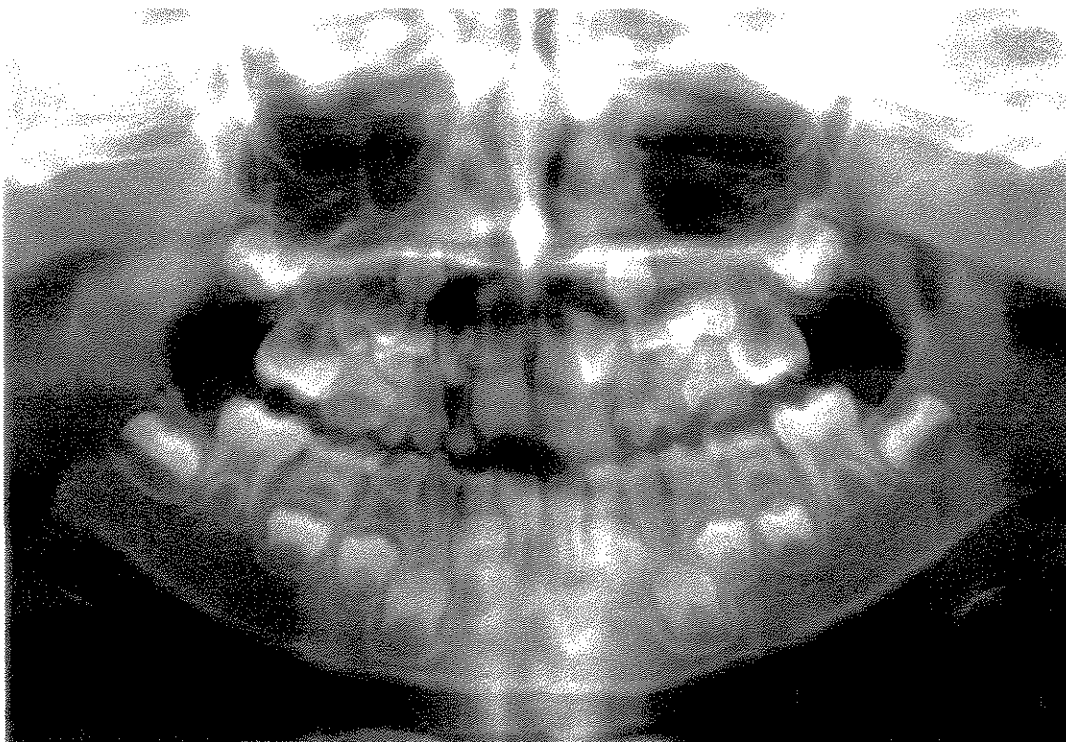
Radiografia panorâmica extraída da coleção de 420 radiografias utilizadas na presente pesquisa.
